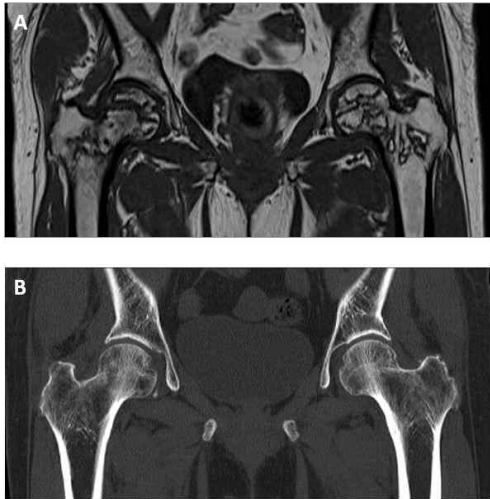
CT and MRI of hip.
